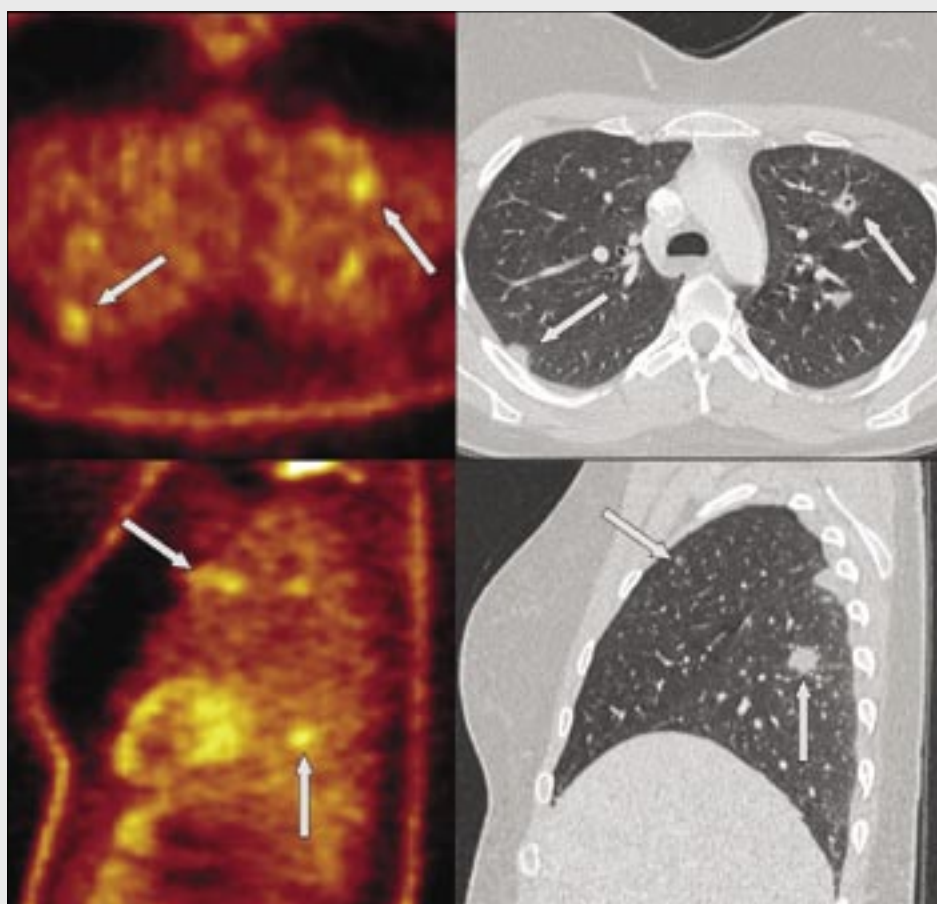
Purulentní bronchiolitis, potvrzeno pitevním nálezem; vlevo PET, vpravo HRCT
